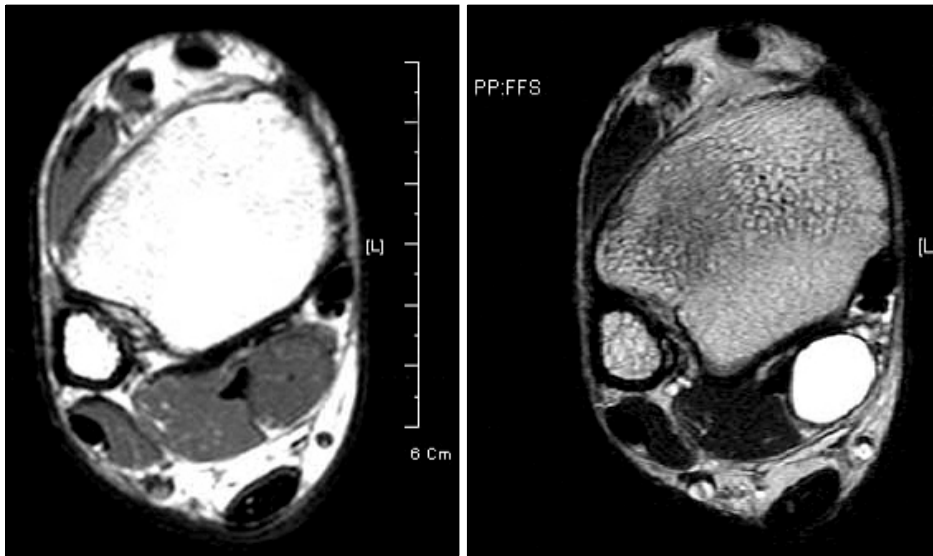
T1 weighted axial and T2 weighted axial MR images of the ankle at the level of the just posterior of the medial malleolus show a round cystic lesion along the course of the posterior tibial nerve.
